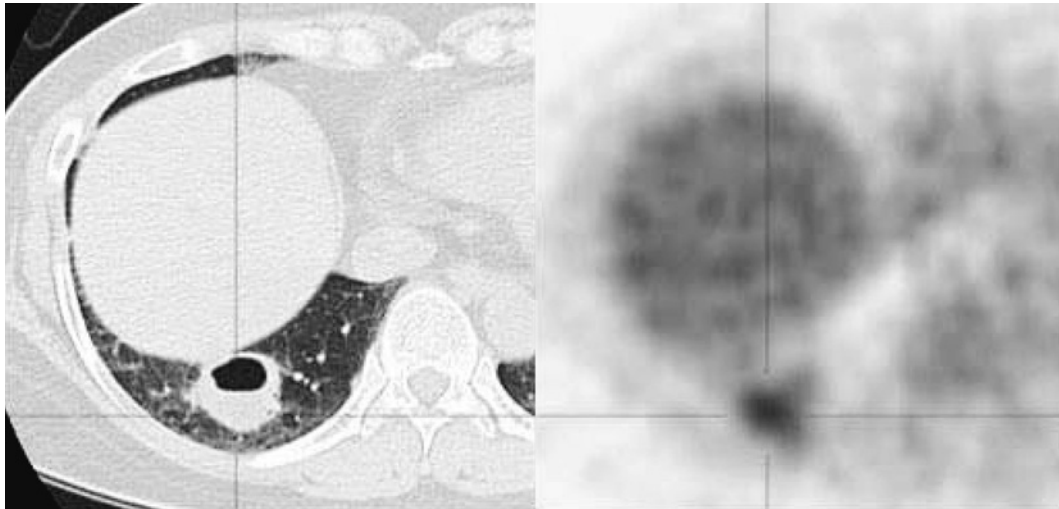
On positron emission tomography, the wall of cavity revealed the accumulation of fluorodeoxyglucose (max SUV 3.2).
